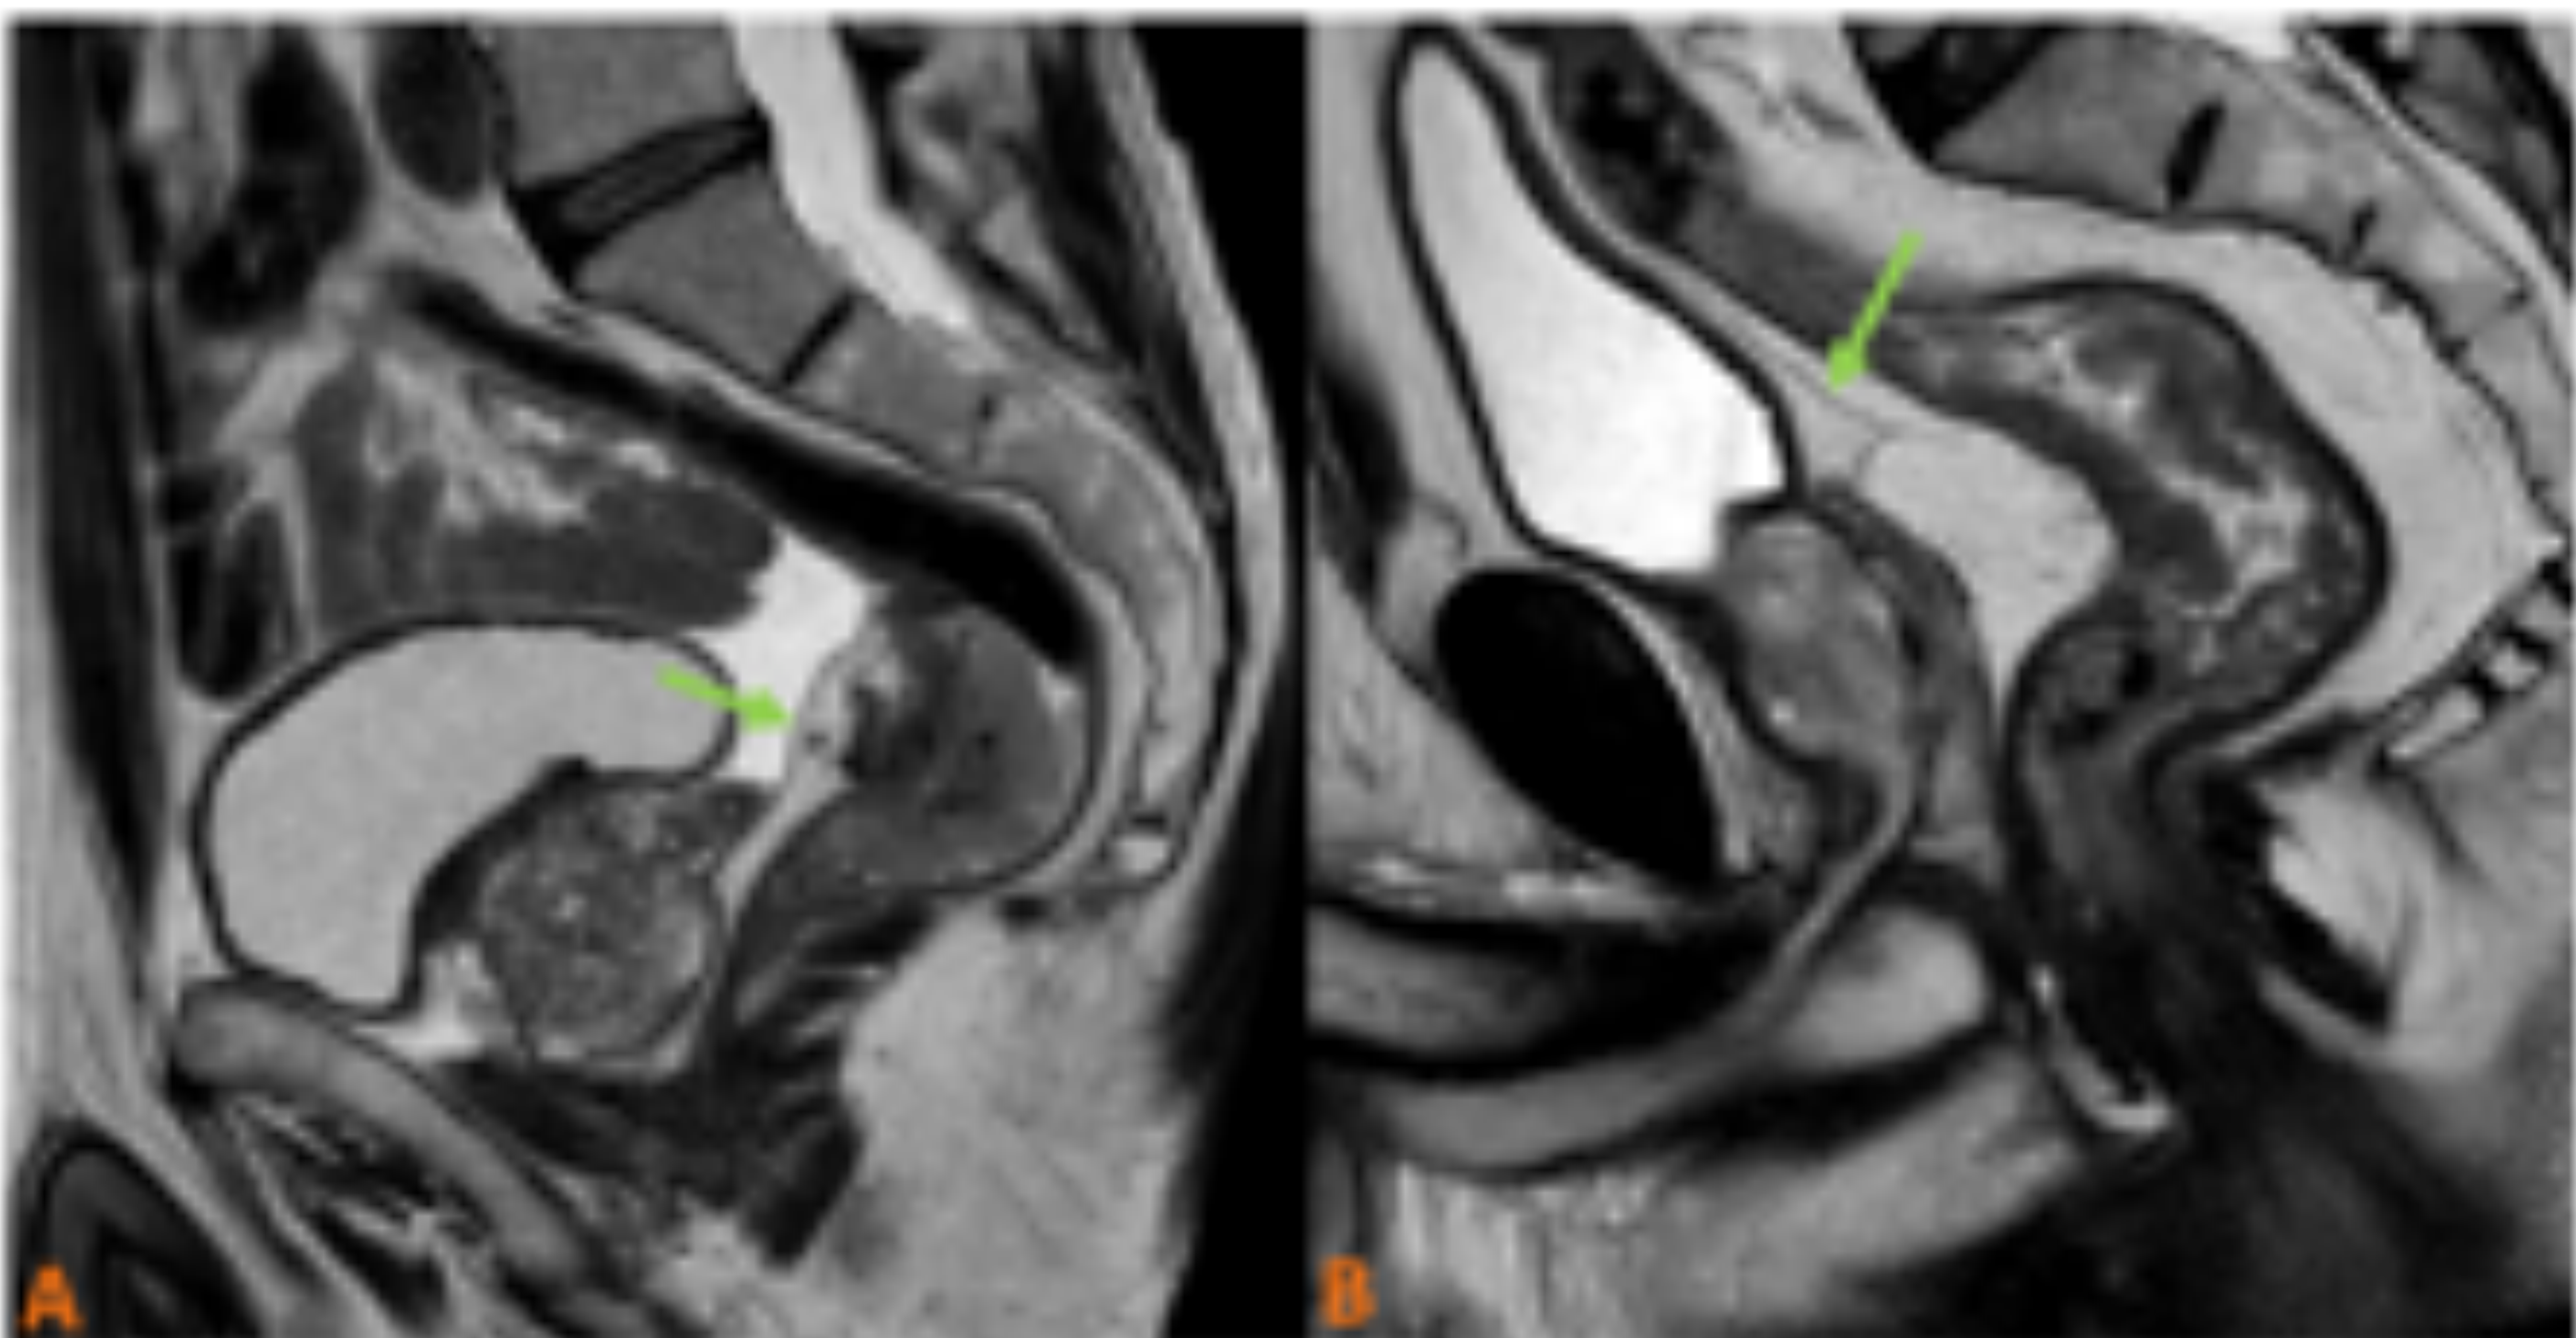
Imágenes de RM pélvica potenciadas en T2 en cortes sagitales donde se identifica de la reflexión peritoneal (flecha verde) como una fina línea hipointensa.
